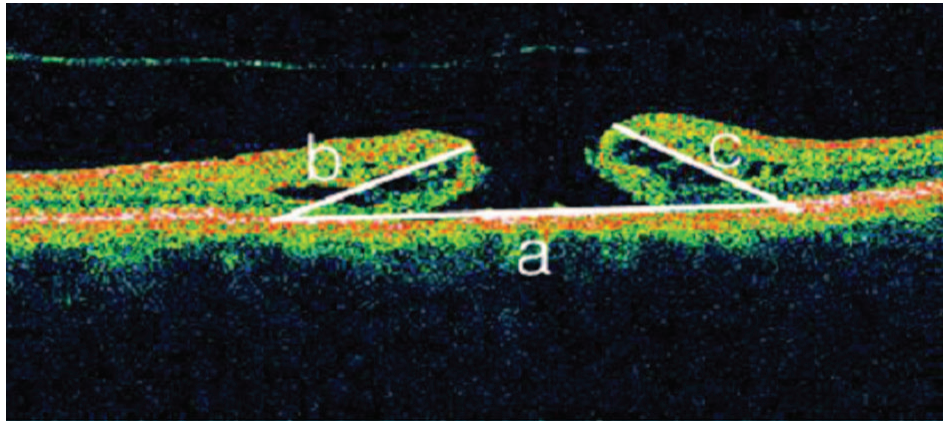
Optical coherence tomography of a macular hole. Hole prognostic factor (HPF) = $(b + c)/a$; a: diameter of retinal pigment epithelium (RPE) involving the area, which shows the cystic change of macula; b: left arm length (RPE to the innermost portion of outer plexiform layer on left margin of a macular hole); c: right arm length (RPE to the innermost portion of outer plexiform layer on right margin of a macular hole).
